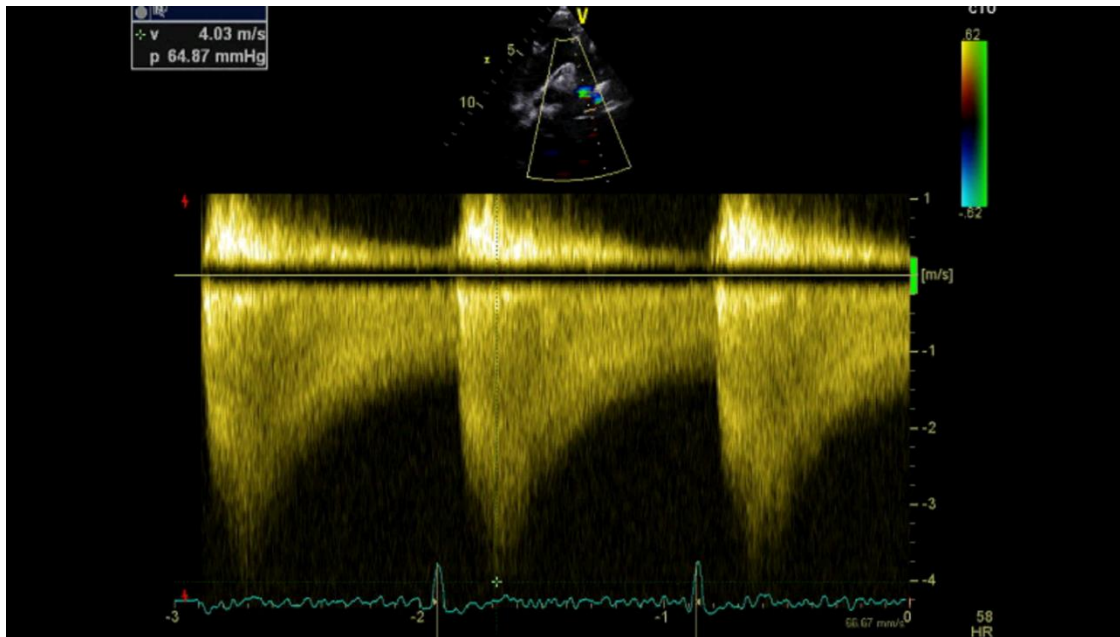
Doppler continu au niveau de l'isthme aortique chez une patiente avec coarctation mettant en évidence une accélération importante du flux systolique à 4.03 m/s avec prolongement diastolique antérograde.
